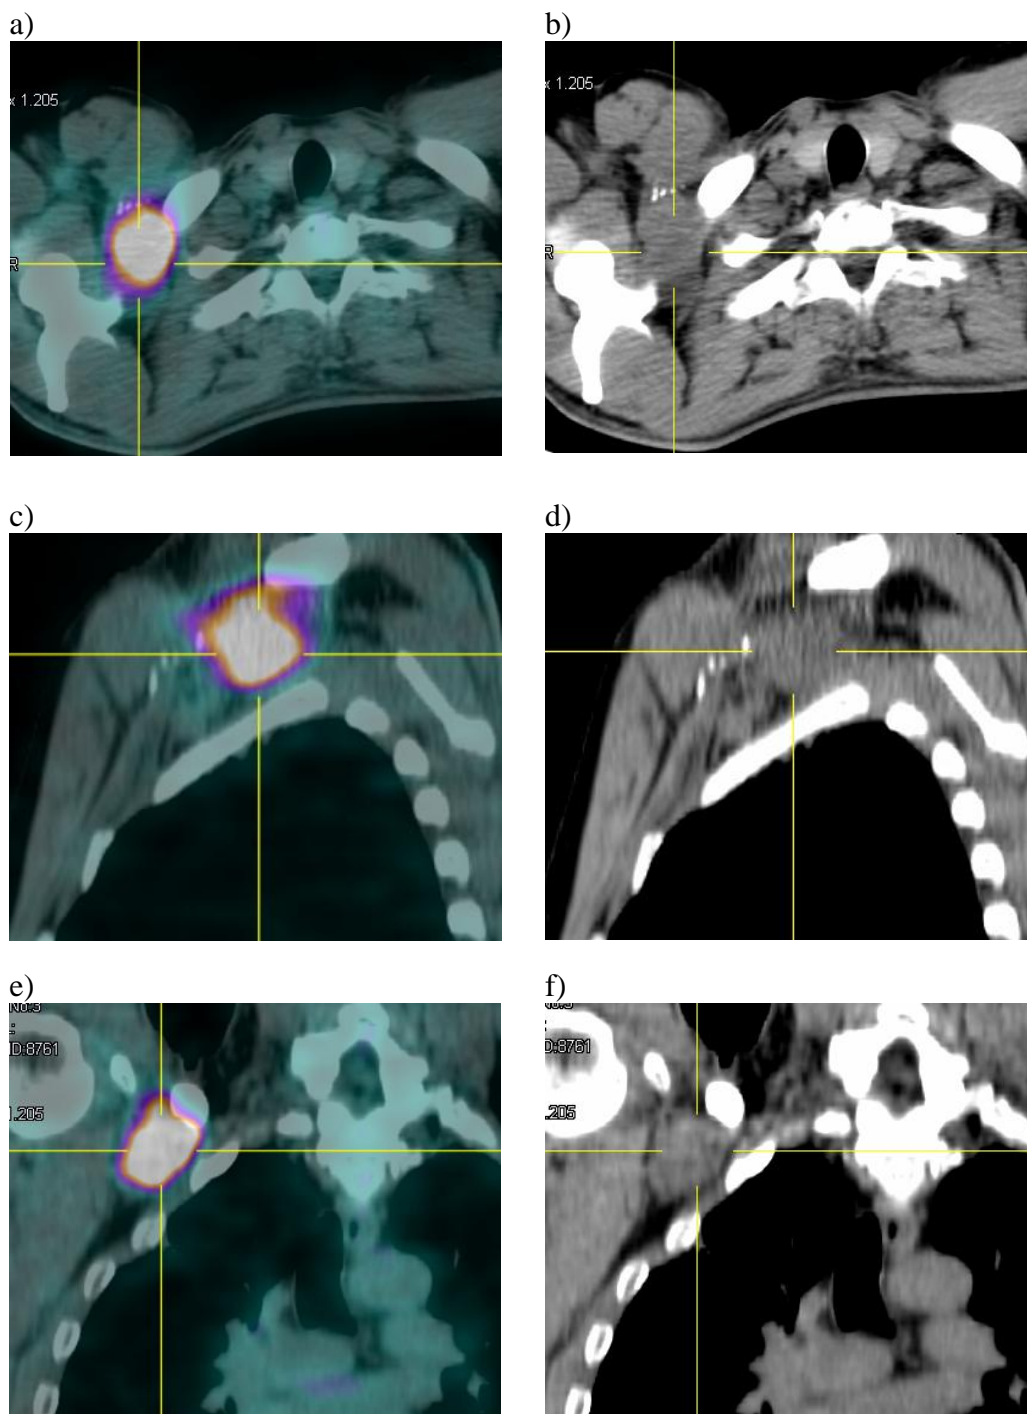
Caso clínico con seguimiento mediante PET-TC.
